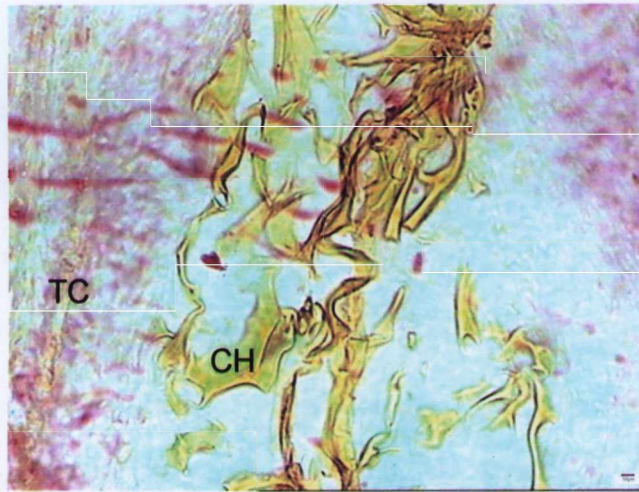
GIII 45D PIFIG. Fragmentação do biomaterial com raras fibras colágenas de permeio. Legenda: Tecido conjuntivo (TC); Quitosana (CH).
